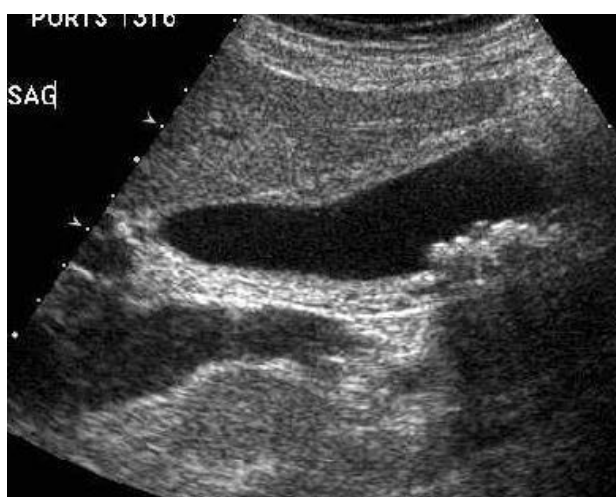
УЗИ, множественные камни желчного пузыря до 0.5 см с акустической тенью, утолщение стенки желчного пузыря до 0.6-0.7 см
